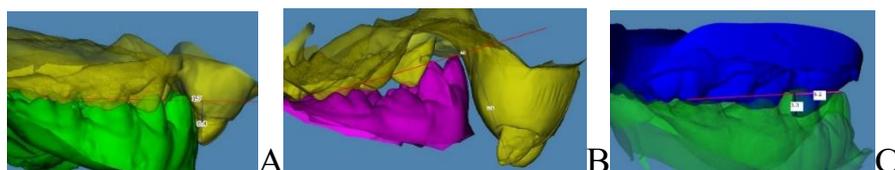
Определение степени протрузии межчелюстной кости на сканированных моделях в модуле 3D Dolphin Imaging: протрузия (А, В), ретрузия (С)
